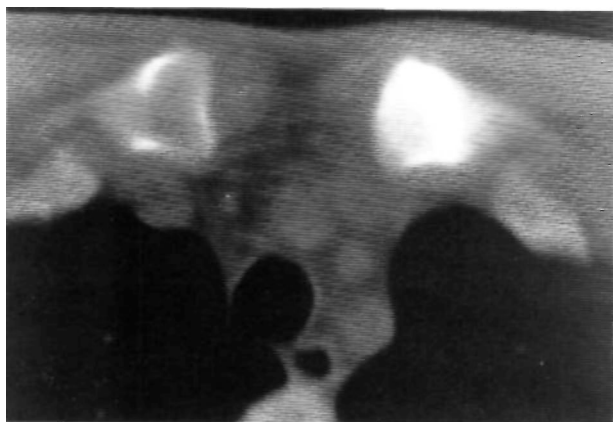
TC a los tres años de evolución en el que no se observan cambios respecto al estudio previo.
